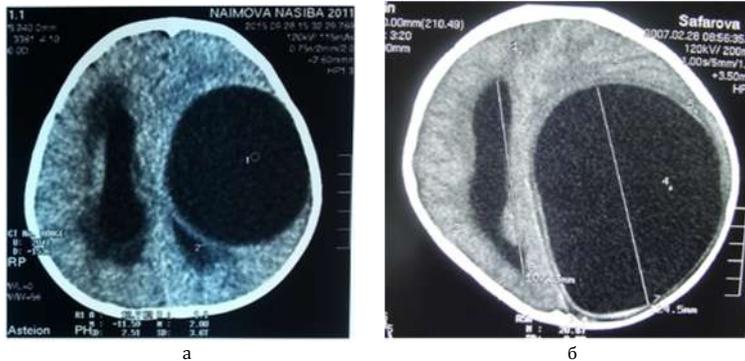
а - КТ изображение большой эхинококковой кисты лобно-теменной доли мозга слева; б - Гигантская эхинококковая киста левого полушария головного мозга
